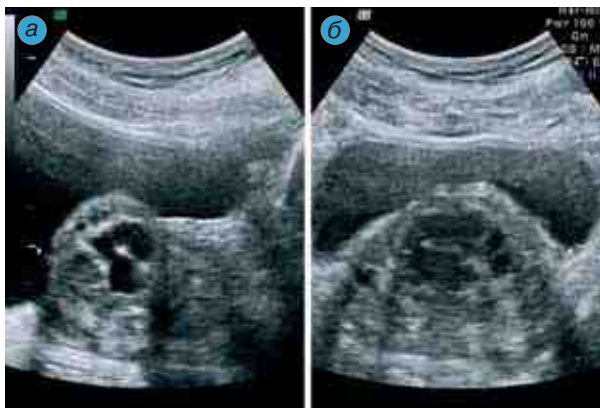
Сканограмма ДГПЖ с кистозной дегенерацией аденоматозных узлов. Трансабдоминальное УЗИ. Срезы: а — продольный; б — поперечный
